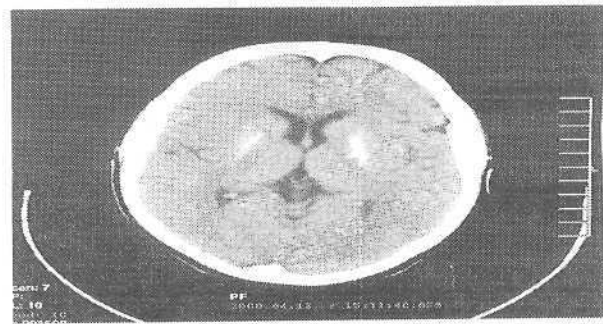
Sitomegalovirus enfeksiyonu, a) kranyal BT'de hidroresefali yanısıra multipl subependimal kalsifikasyonlar mevcut, b) T1A aksiyel MR kesitlerinde kalsifikasyonlar hiperintens olarak izlenmekte. Ayrıca olguda pakigri görülüyor.
